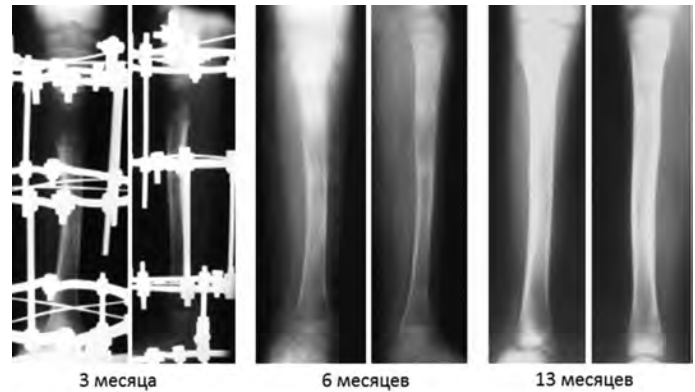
Рентгенограммы на различных сроках от начала клеточной терапии у пациентки Б. 6-ти лет с неравенством длины нижних конечностей, демонстрирующие эффект инъекций аутологичных ССТК в замедленно формирующийся distractionный регенерат.
